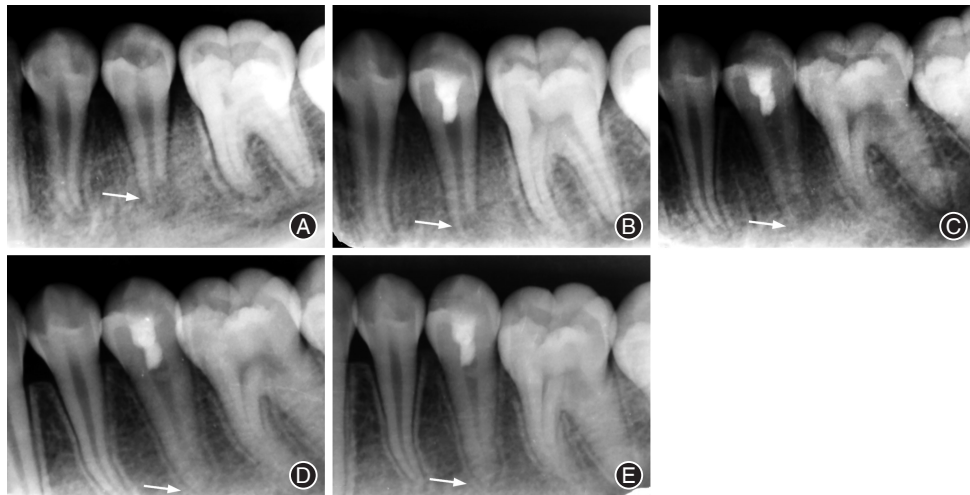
年轻恒牙根尖周炎患儿牙髓血运重建术治疗前后X线片情况 A:术前;B:术后即刻;C:术后1个月,见根尖阴影缩小;D:术后6个月,管腔逐渐狭窄,根尖略有闭合,牙根长度略有伸长;E:术后1年,根尖孔闭合,牙根长度增长明显;箭头所示为患牙根尖情况。
